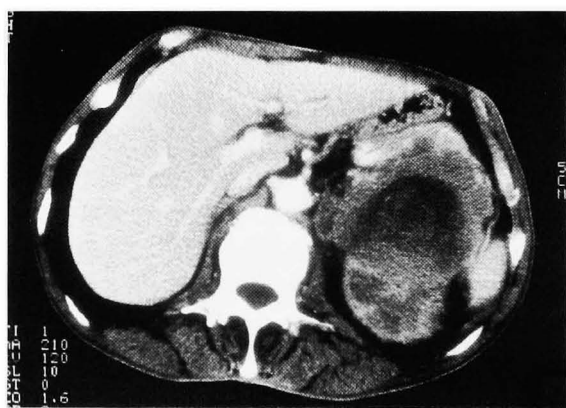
Computed tomography showed left renal tumor with extracapsular extension.
